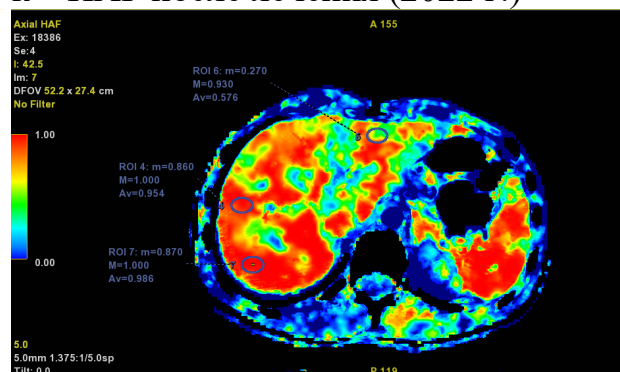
Функциональные перфузионные карты печени пациентки К. с вирусным гепатитом С, в установленных областях интереса (ROI) в III, VII, VIII сегментах, где представлены параметры: m – минимальный показатель перфузии, M – максимальный показатель перфузии, Av – среднее значение перфузии
